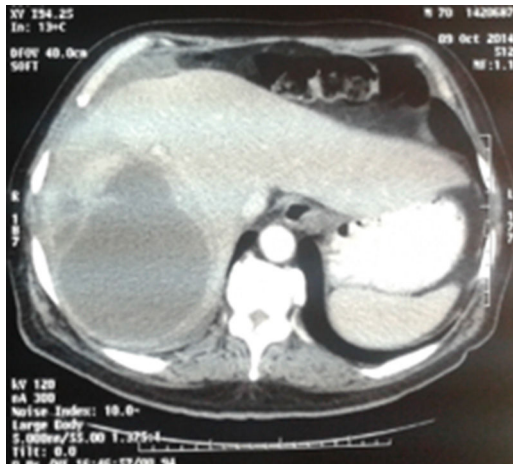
TAC: absceso hepático.
